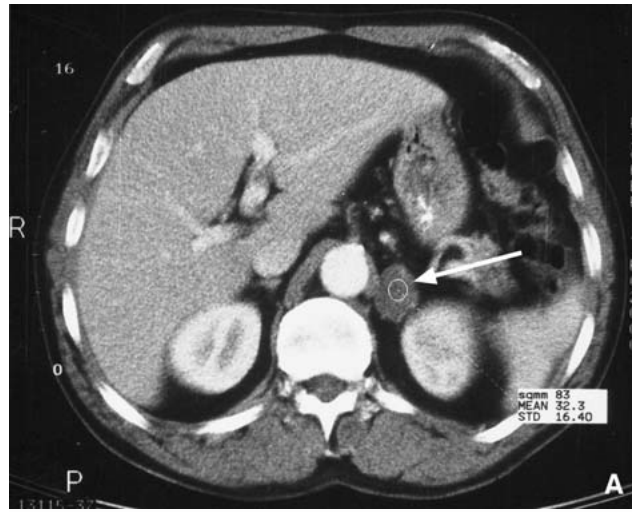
Coupe axiale d'une TDM surrénalienne : Une tumeur de 3cm de la surrénale gauche homogène et hypodense après injection de produit de contraste, compatible avec un adénome cortisolique de la surrénale gauche (flèche) [61].
